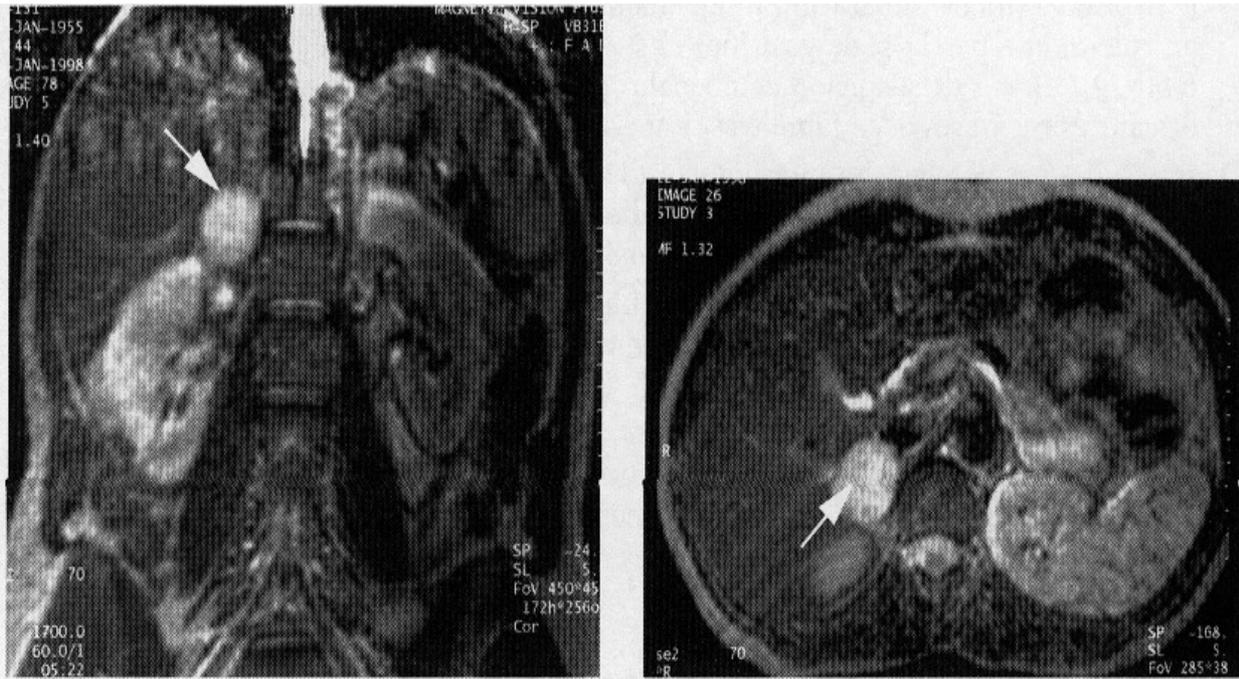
Image IRM d'un phéochromocytome surrénalien droit en T2.
